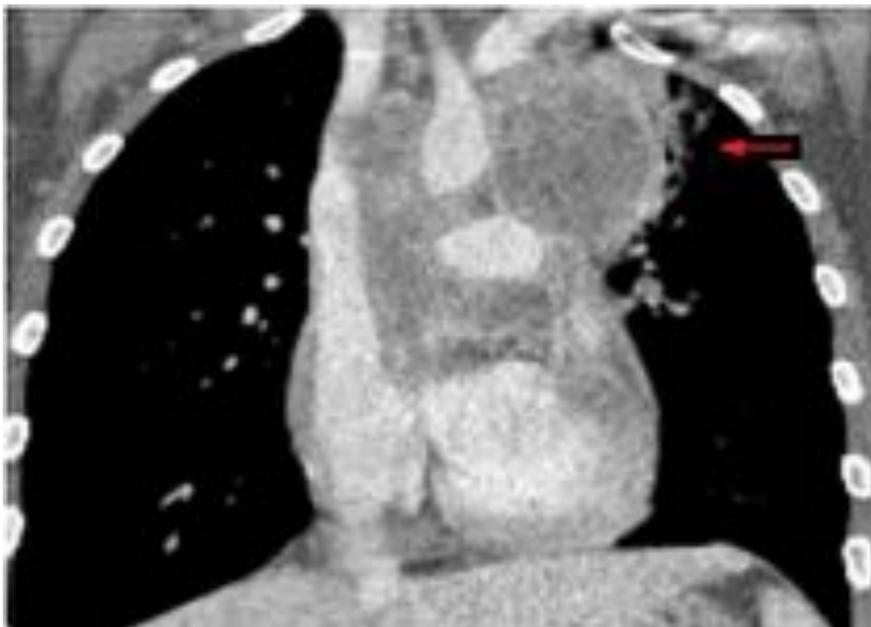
TC con contraste iv que muestra la necrosis central de las adenopatías y realce periférico.
